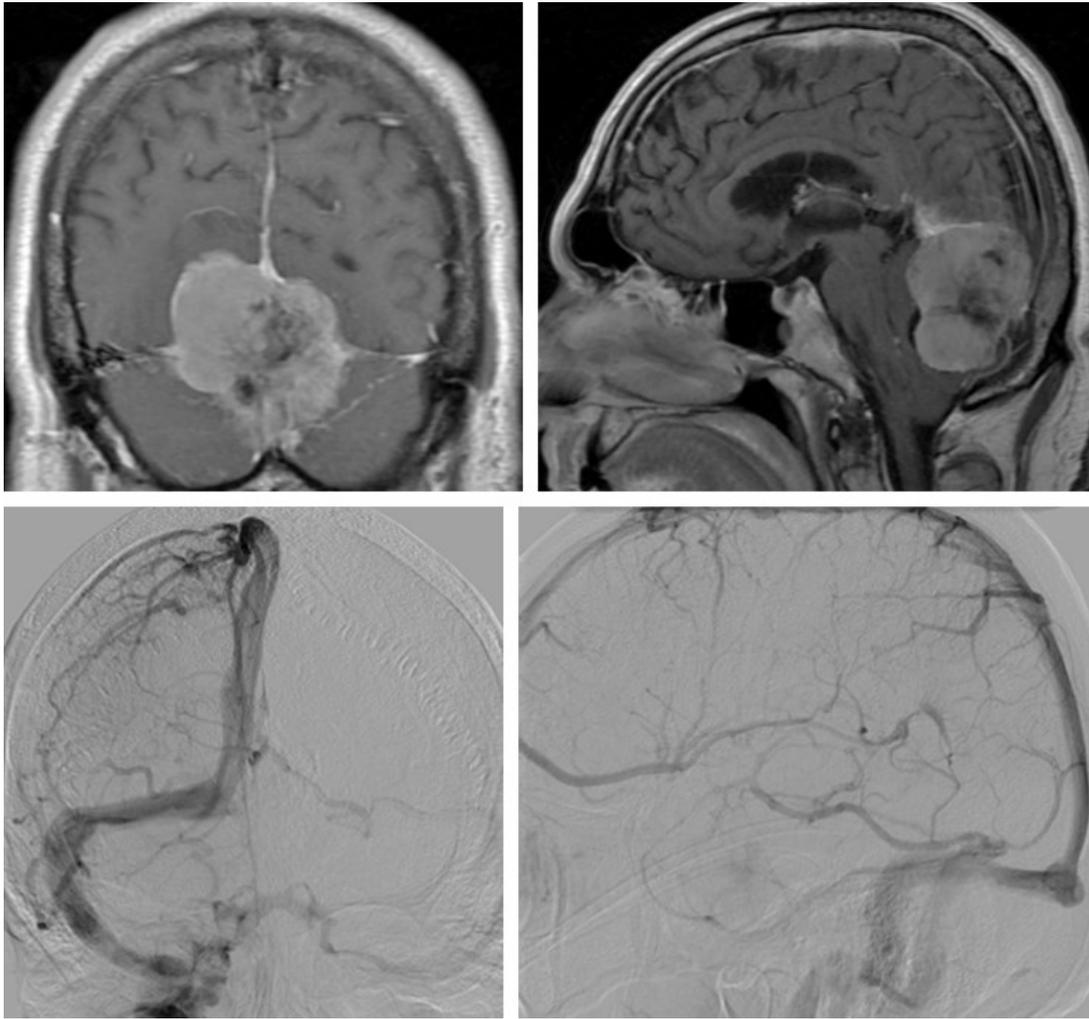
若肿瘤侵袭窦汇则将显著增加手术切除时空气栓塞的发生风险。因此，我强烈推荐在此类需暴露硬膜窦的手术中运用经食道和心前区多普勒超声进行监测。
